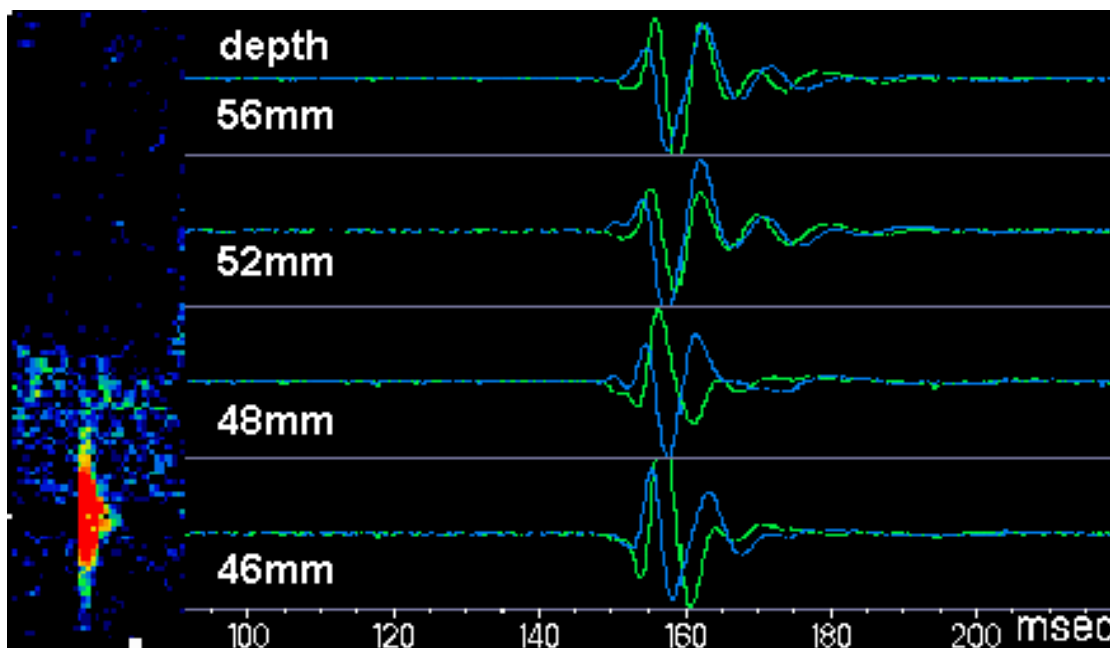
Beispiel eines Artefaktsignals in der 4-Kanal-Technik Links: Deutlich bidirektionales Artefaktsignal im Dopplerspektrum. Rechts: Kein Zeitversatz in den Dopplerrohdaten (Droste et al. 1999c). Die Tiefe (depth) entspricht dem Abstände der einzelnen Meßvolumina vom Schallkopf.
